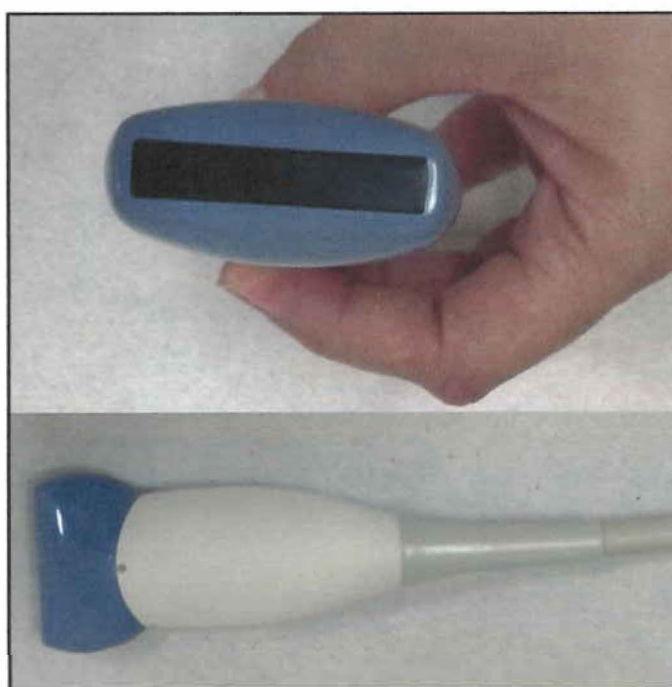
Transdutor linear da ultrassonografia musculo-esquelética
